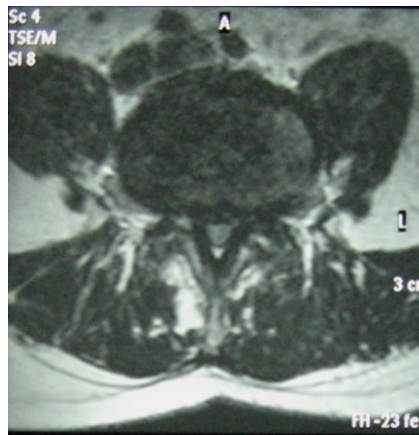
Hasta örneği, A: Ameliyat öncesi direkt grafiler, B: Ameliyat öncesi MRG, C: Ameliyat sonrası direkt grafiler, D: Ameliyat sonrası 22. ay direkt grafiler (son kontrol).
